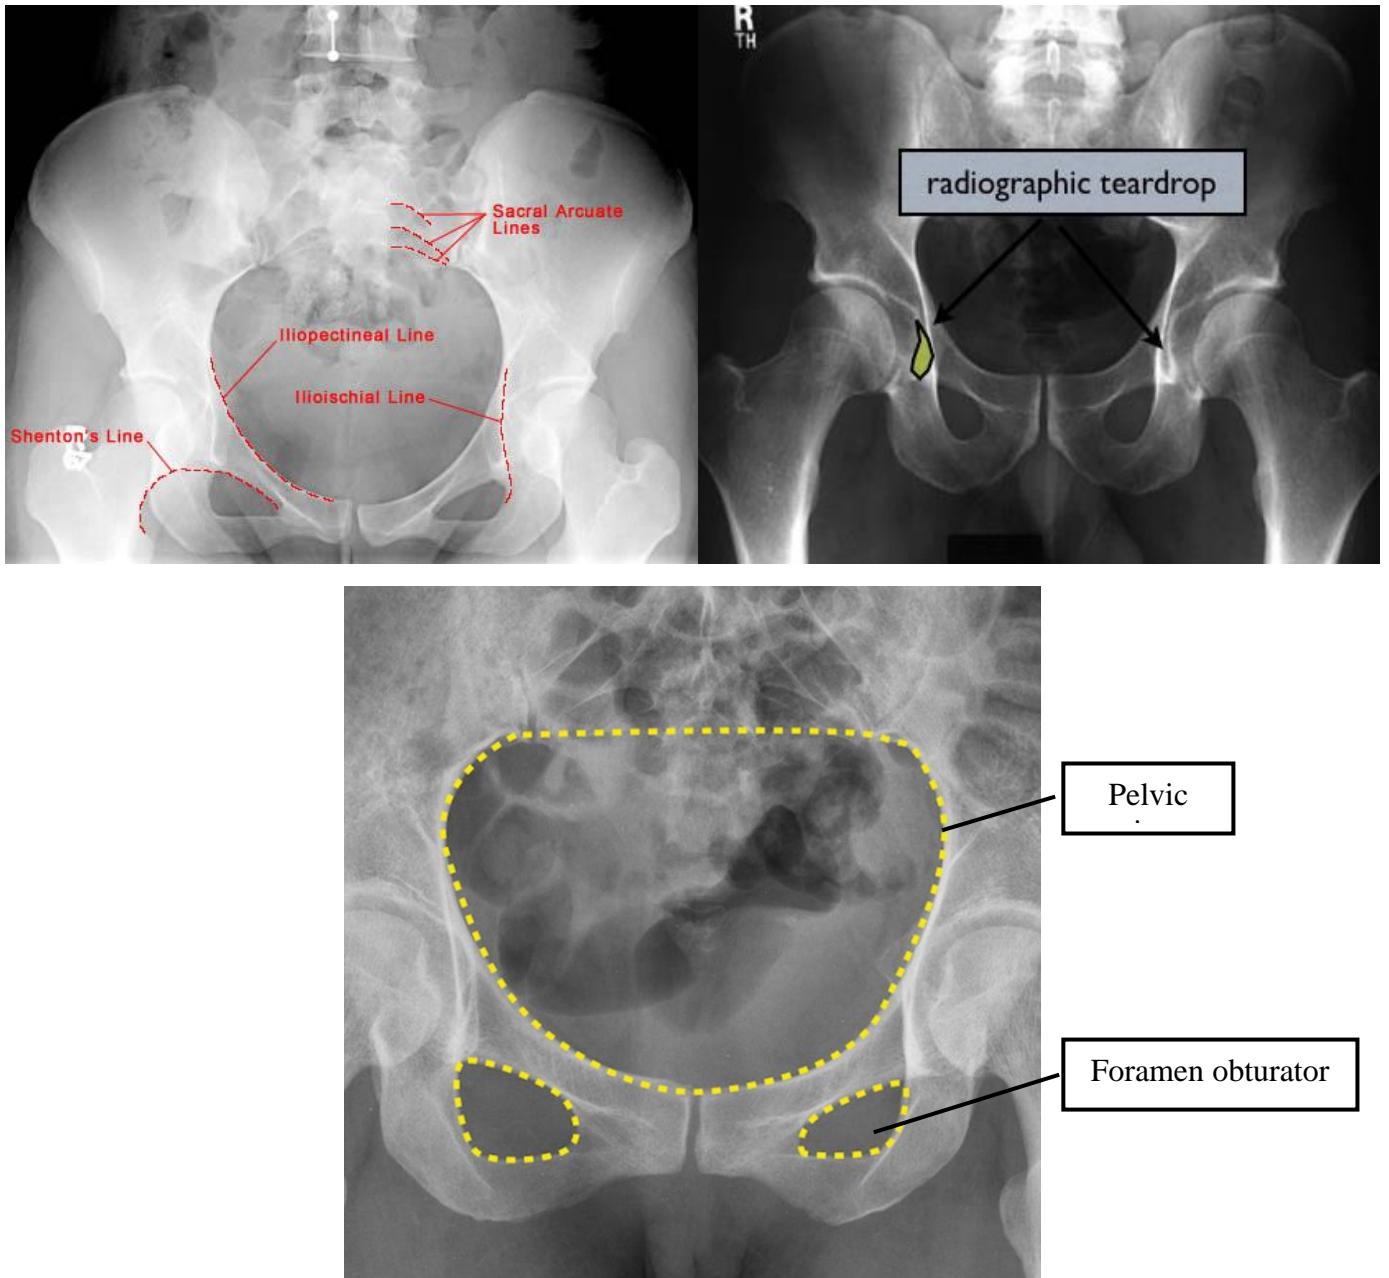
RadioanATOMI pada radiografi pelvis posisi AP.
